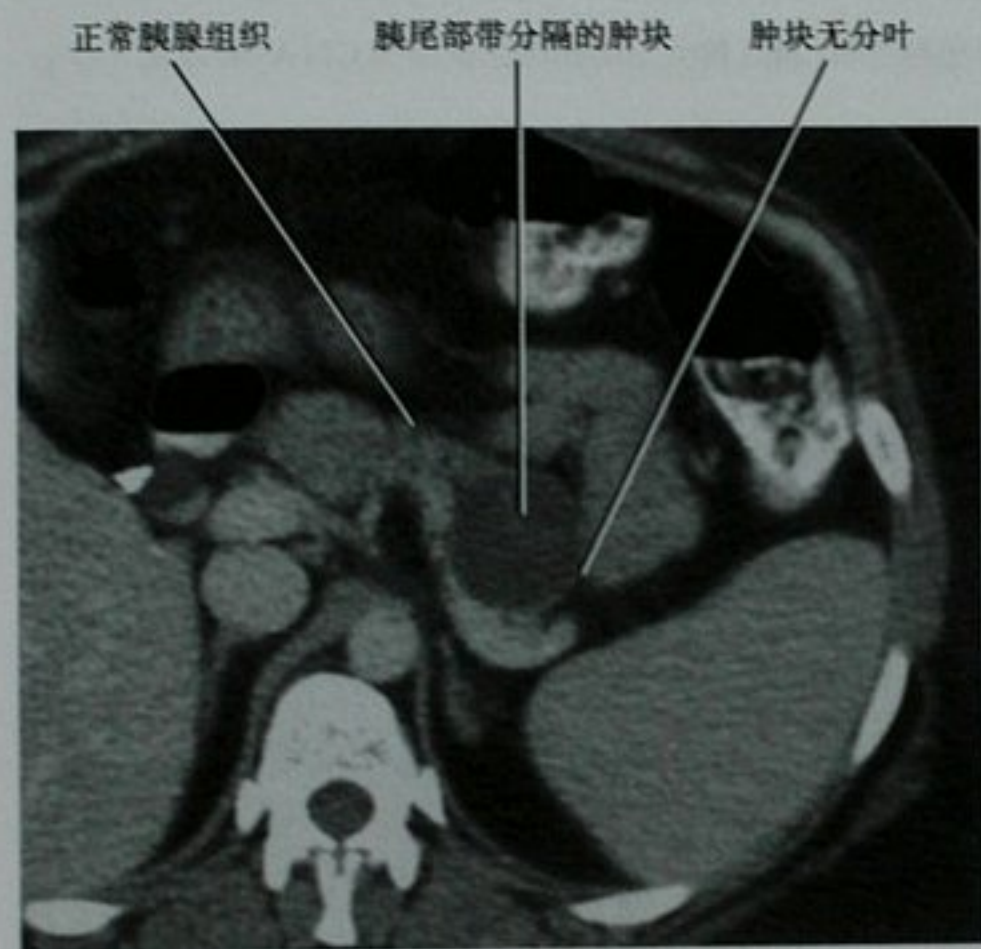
胰尾部黏液性囊性肿瘤患者,增强横断面 CT 图像
